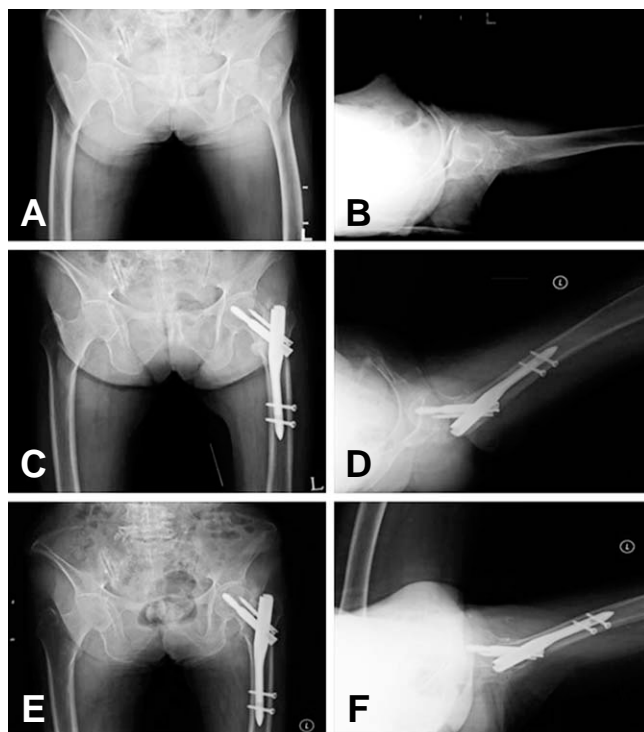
(A) Ninety years old female with intertrochanteric fracture. preoperative AP. (B) Translateral. (C) Postoperative 12 weeks AP. (D) Translateral radiographs show callus formation. (E) Postoperative 3.5 years AP. (F) Translateral radiographs show complete bony union in good alignment.
